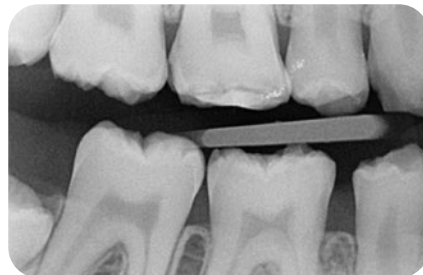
Röntgenbilder (bitewings) und klinische Ausgangssituation 2003 (aus SCHMIDLIN 2005)
